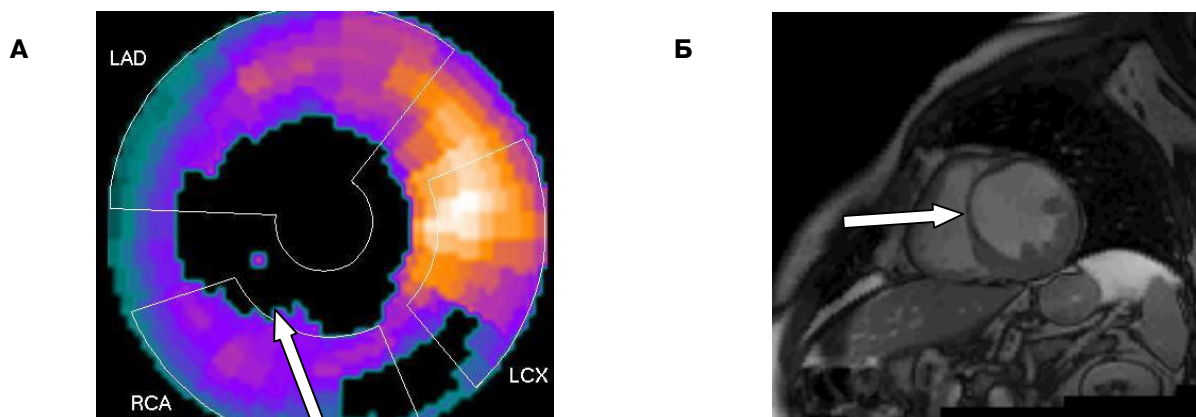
Рубцово-измененная межжелудочковая перегородка: однофотонная эмиссионная томосцинтиграфия миокарда (А); магнитно-резонансная компьютерная томография с контрастированием (Б).
